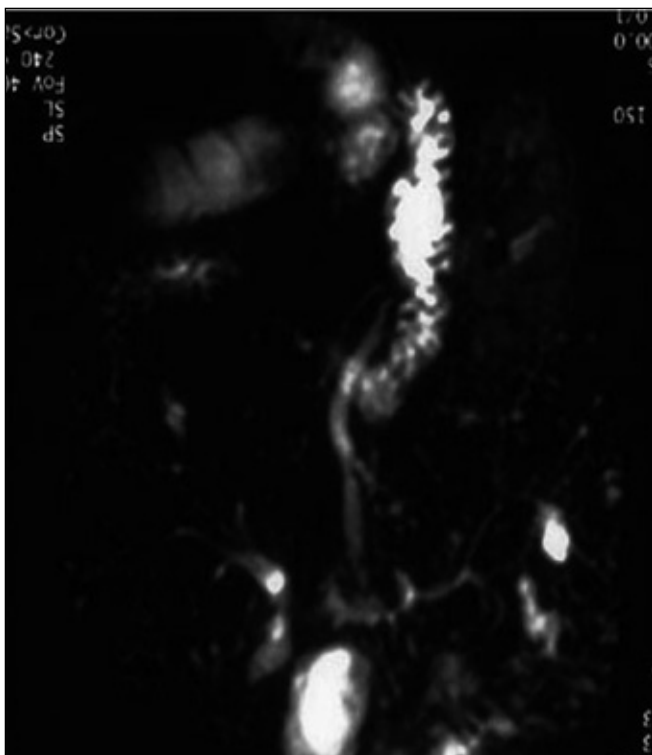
Colangio RM. Confermata la dilatazione delle vie biliari intraepatiche e della via biliare principale ectasica fino in sede iuxta papillare che termina bruscamente.
